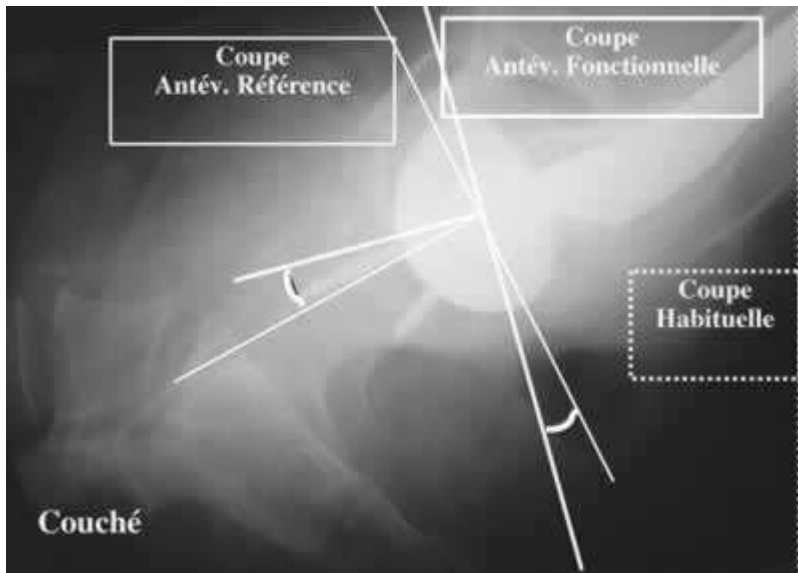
Même patient que figure 5, mais en position couchée sur la table de TDM. Au cours du protocole, après avoir analysé le profil en charge (Fig. 5), les données doivent être reportées sur le scoutview de profil de TDM (Fig. 6). On observe ici que les plans de coupe pour la mesure des antéversions « fonctionnelle » et « habituelle » ne sont pas confondus car le patient a rétroversé son bassin. La mesure « habituelle» (en pointillé) aurait induit un biais dans la mesure de l'antéversion de la cupule.
